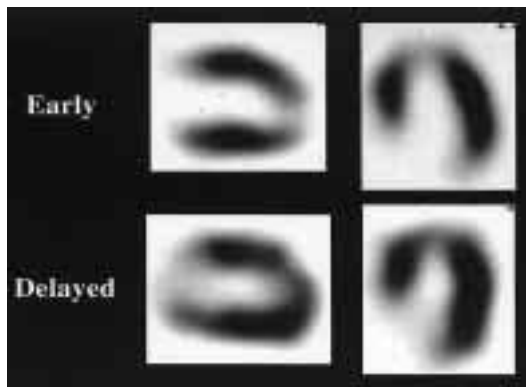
On ^{123}I -BMIPP myocardial SPECT in March 2001, the initial imaging revealed slightly decreased tracer uptake in the apico-antero-septal region and the delayed imaging revealed redistribution in the same area again.
